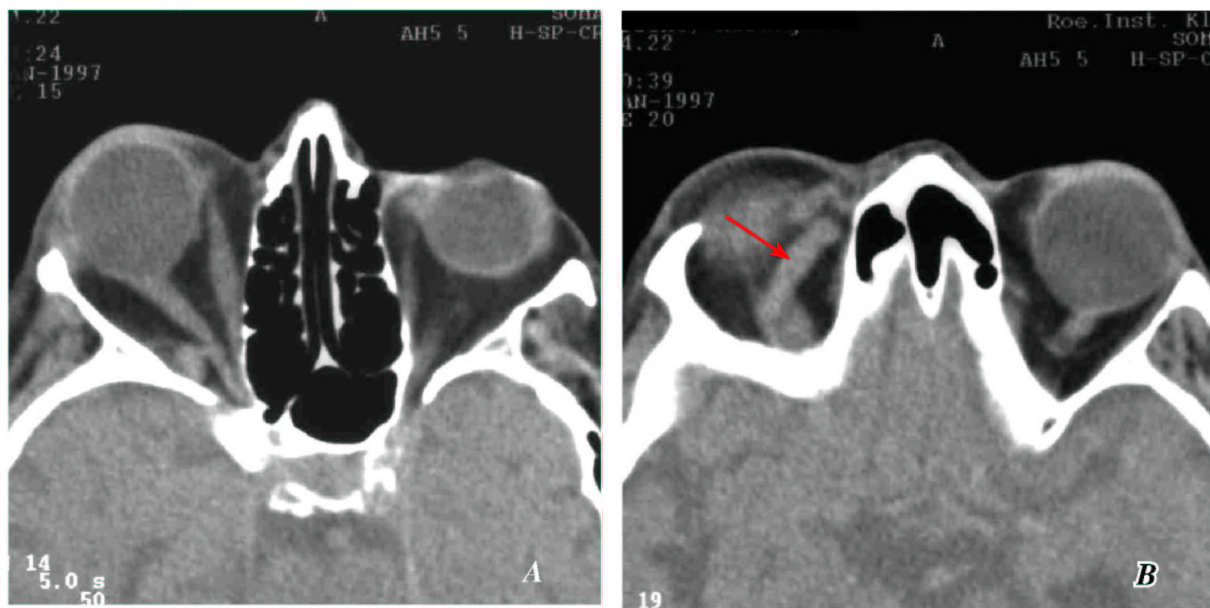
Computertomographische Befunde bei DSCF. A: Axiale Schicht durch die Orbita: Ausgeprägter Exophthalmus rechts (Pfeil). B: Eine etwas weiter cranial gelegene Schicht zeigt die auch im Nativscan erkennbare, deutlich erweiterte VOS (Pfeil, freundlichst zur Verfügung gestellt: Röntgeninstitut Klosterstraße, Berlin).
